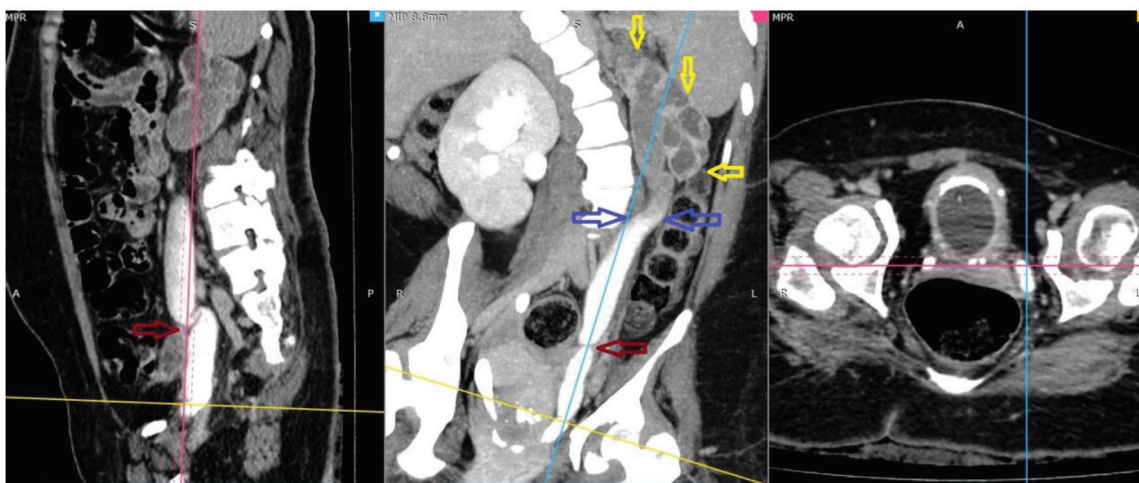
Дівчинка 15 років. КТ. Екскреторна фаза. *Сині стрілки* — звивистий і розширений лівий сечовід (унаслідок пасивного МСР 5 ст.). Місце перегину розширеного і звивистих лівого сечоводу — *червона стрілка*, рівень розшарування сечі в контрастувати лівому сечоводі: лінія розділу (*синя стрілка*) через порушення відтоку сечі. Знизу — контраст, вище – нефарбована сеча. Гідронефротично трансформована ліва нирка — *жовті стрілки*
